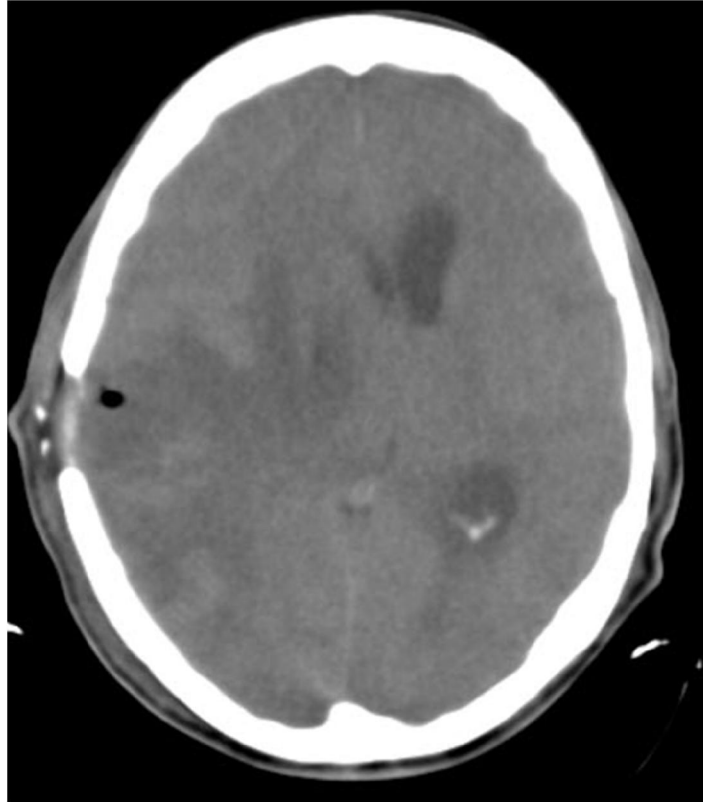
TAC craneal postquirúrgica.
